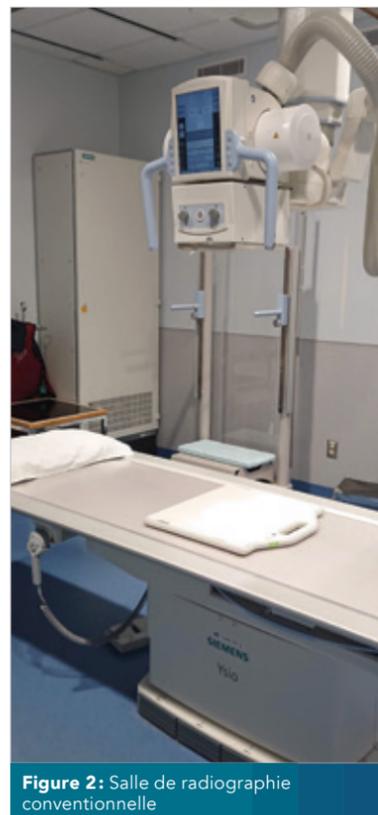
Salle de radiographie conventionnelle
